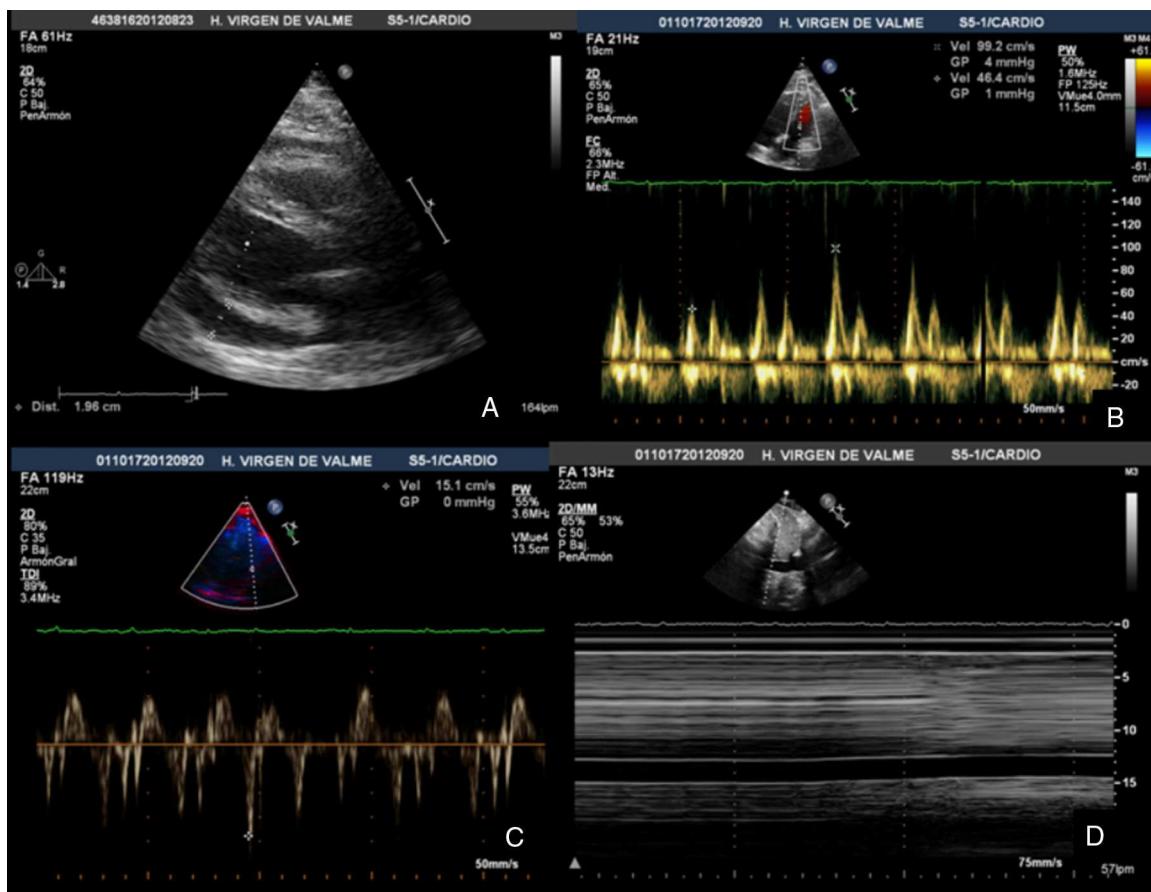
A) Ecocardiograma previo a la pericardiocentesis. Plano paraesternal eje largo en el que se observa derrame pericárdico severo de localización anterior y posterior. B-D) Ecocardiografía tras la pericardiocentesis. B) Registro doppler pulsado del flujo entrante mitral con variación marcada ($> 50\%$) de las velocidades de llenado ventricular con la respiración. C) Imagen obtenida con doppler tisular del anillo mitral en el que se aprecia el aumento de las velocidades sistólica y diastólica. D) Ecocardiografía modo M. Obsérvese la dilatación marcada y fija de la vena cava inferior.
